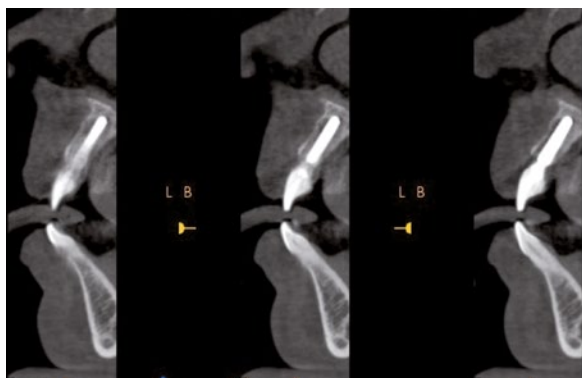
TAC final, corte sagital #21.
